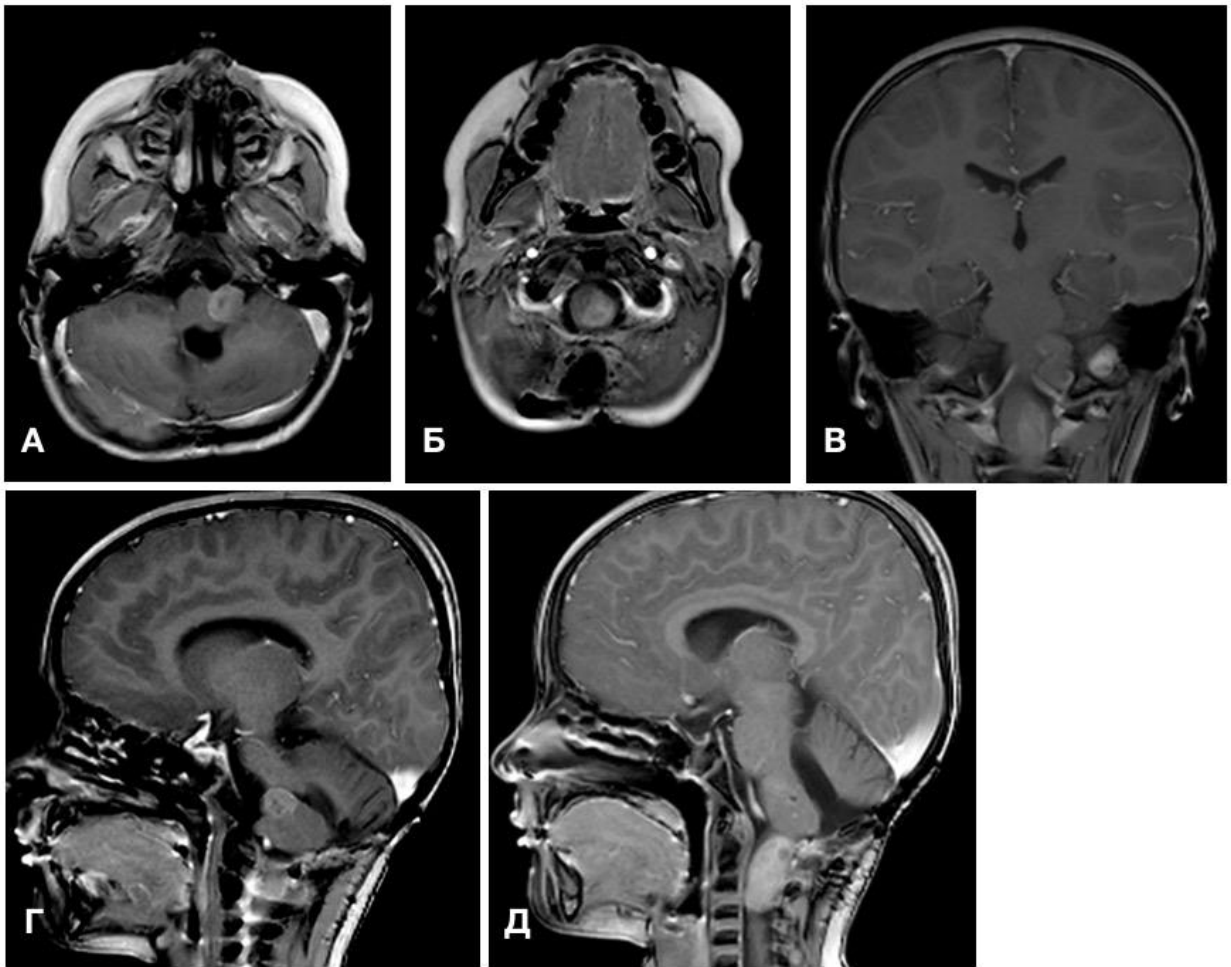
Данные дооперационной МРТ пациента Х. А, Б – T1+Gad аксиальные МРТ; В – T1+Gad коронарная МРТ; Г, Д – T1+Gad сагиттальные МРТ; Г – T1+Gad коронарная МРТ
